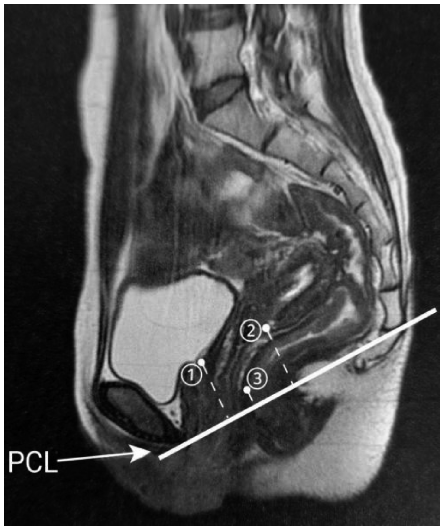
应力状态盆腔 MRI 以耻尾线(PCL)为基准线测量 3 个解剖标志位置^[2]:①前盆区的膀胱底末端;②中盆区的宫颈前唇最下端;③后盆区的直肠与肛管交汇处前缘
